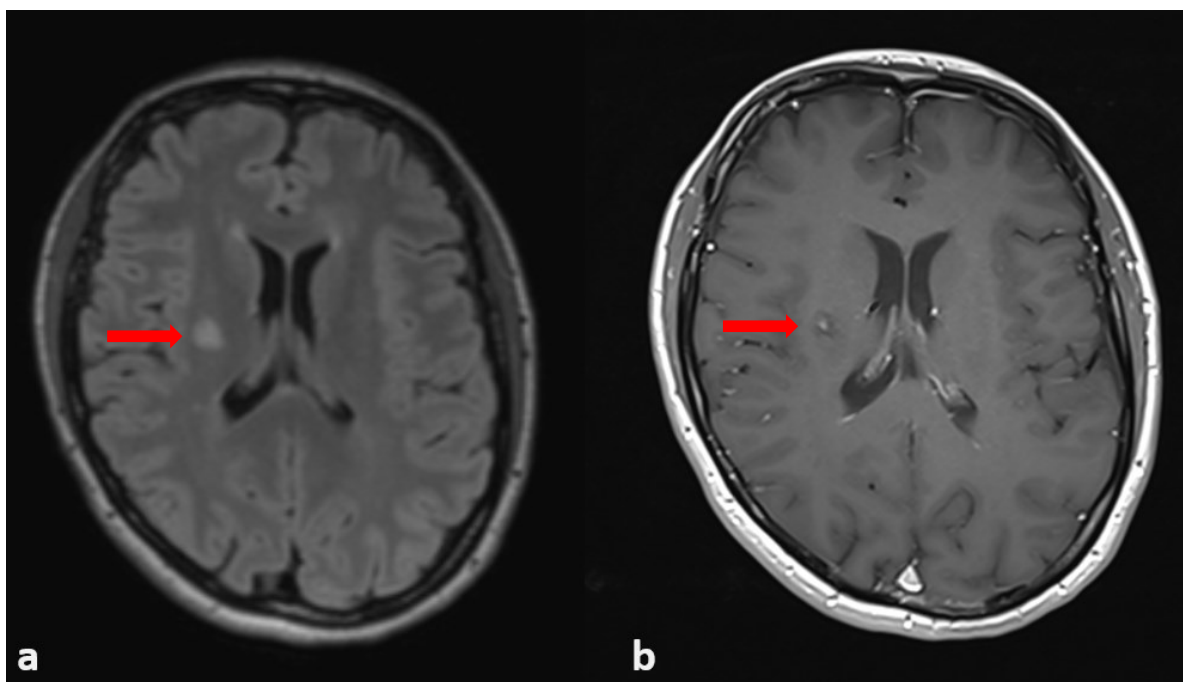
Hyperintenzní ložiska na axiálních T2-FLAIR (a) a T2 (b) sekvencích supratentoriálně dominantně periventrikulárně.
